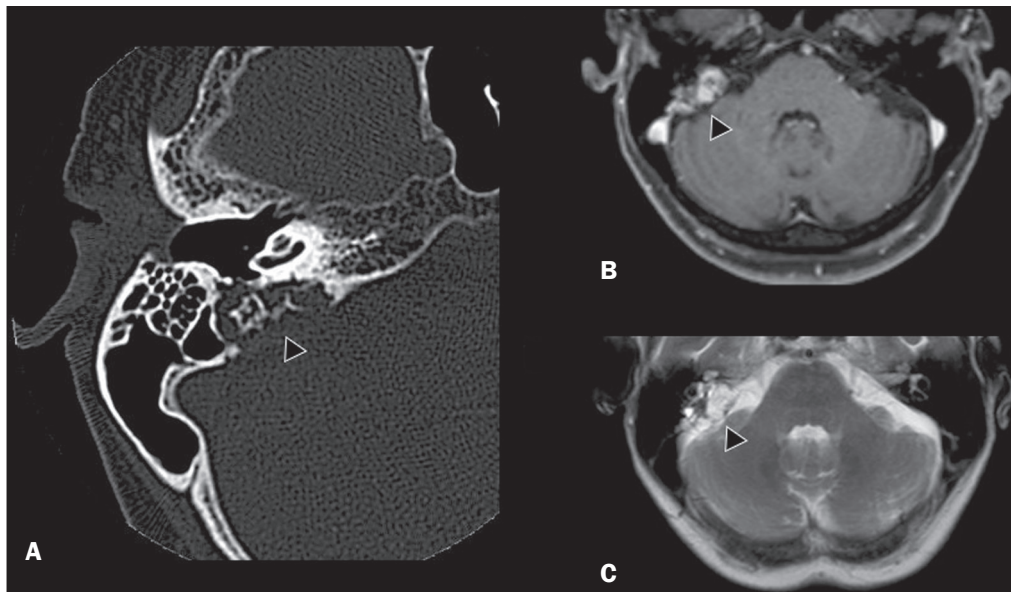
Paciente do sexo feminino, 70 anos, com doença de VHL e tumor do saco endolímfático. A imagem axial de TC na janela óssea (A) mostra lesão lítica (cabeça de seta) na região petrosa da mastoide direita, com comprometimento do conduto auditivo interno e da cápsula ótica adjacente. Sequência de RM T1 pós-contraste (B) revela lesão expansiva centrada na parede posterior da pirâmide petrosa direita, caracterizada por realce heterogêneo (cabeça de seta). Na sequência axial T2 (C) a lesão é heterogeneamente hiperintensa (cabeça de seta).
